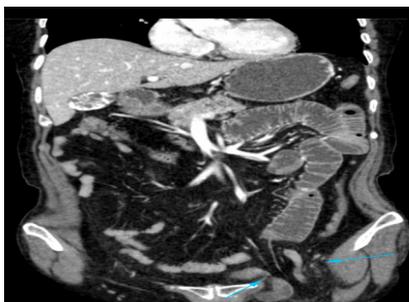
Imagen de corte coronal de TAC de abdomen y de pelvis que muestra asas de intestino delgado muy distendidas, con pared edematosa en la zona abdominal y orificio herniario en la región crural izquierda (con bordes señalados por las flechas azules). Puede verse la asa aferente al saco herniario, con su lumen normal (borde lateral superior), y la eferente (borde medial inferior), con su lumen dilatado, y la pared edematosa por la obstrucción mecánica.
